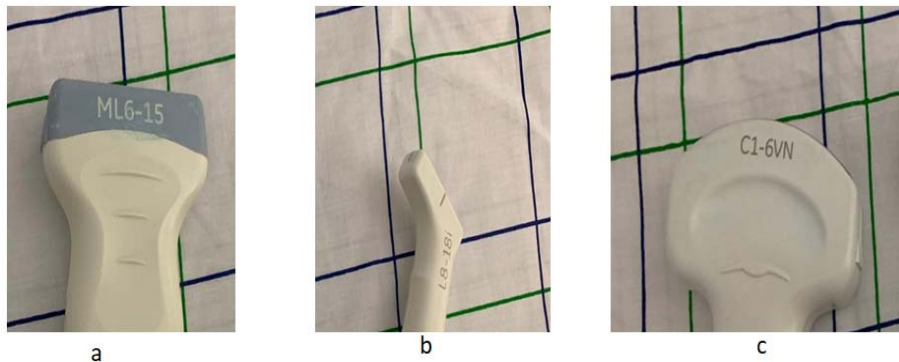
Différentes sondes d'échographie
